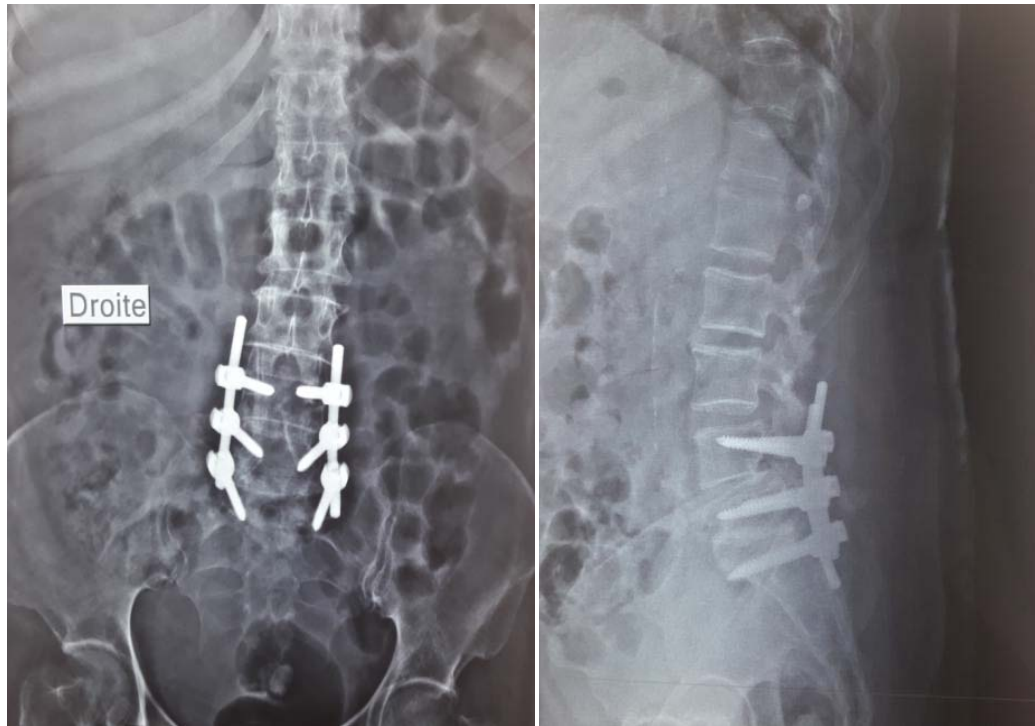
Radiographie standard de face et de profil du rachis lombosacré montrant le résultat d'une cure chirurgicale d'un spondylolisthésis L4L5
